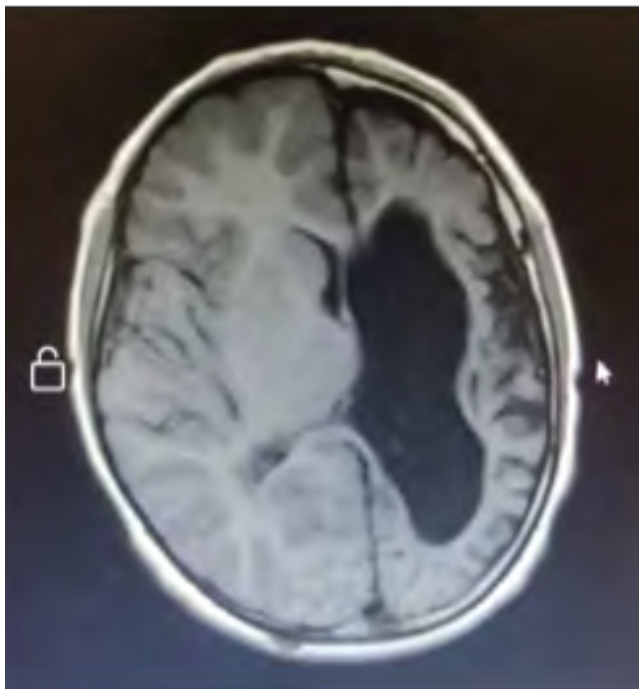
RM. T1 Corte axial, evidenciando hemisferio derecho de características normales y hemisferio izquierdo con atrofia cerebral, dilatación ventricular izquierda compensatoria y engrosamiento de calota izquierda.
